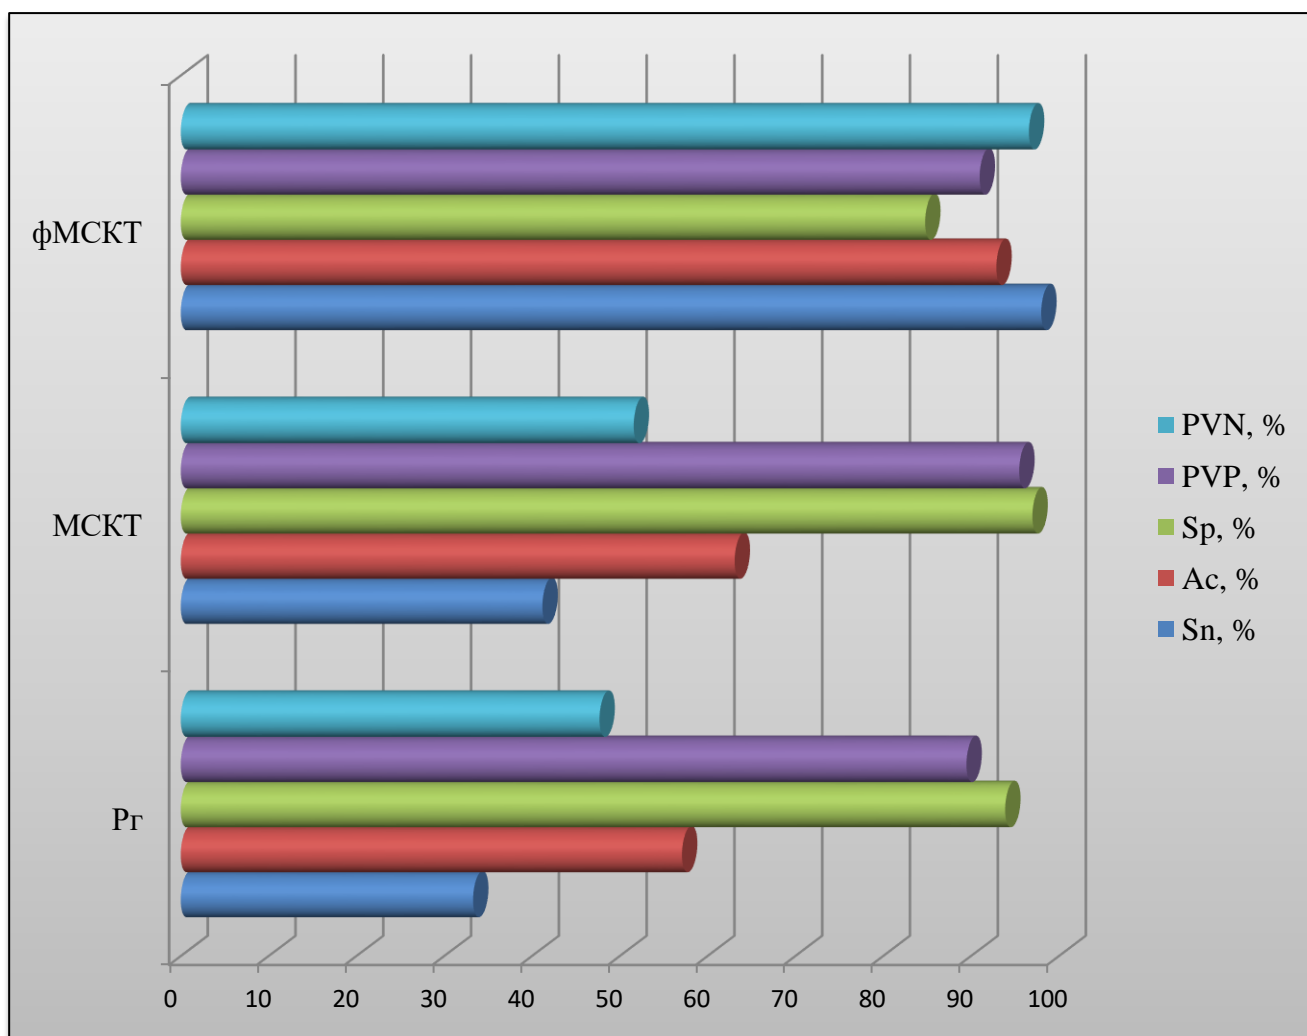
Показатели диагностической эффективности и прогностической ценности рентгенографии (Рг), МСКТ и функциональной МСКТ при выявлении латеропозиции надколенника
